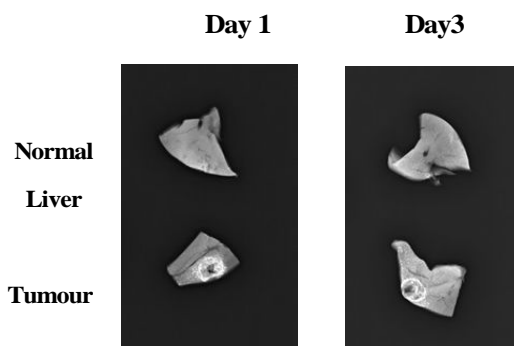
IPSO component in WOW was accumulated in the VX-2 tumour by intra-arterial injection of ^{10}B SH entrapped WOW with HCO40 surfactant by Soft X ray radiography.
